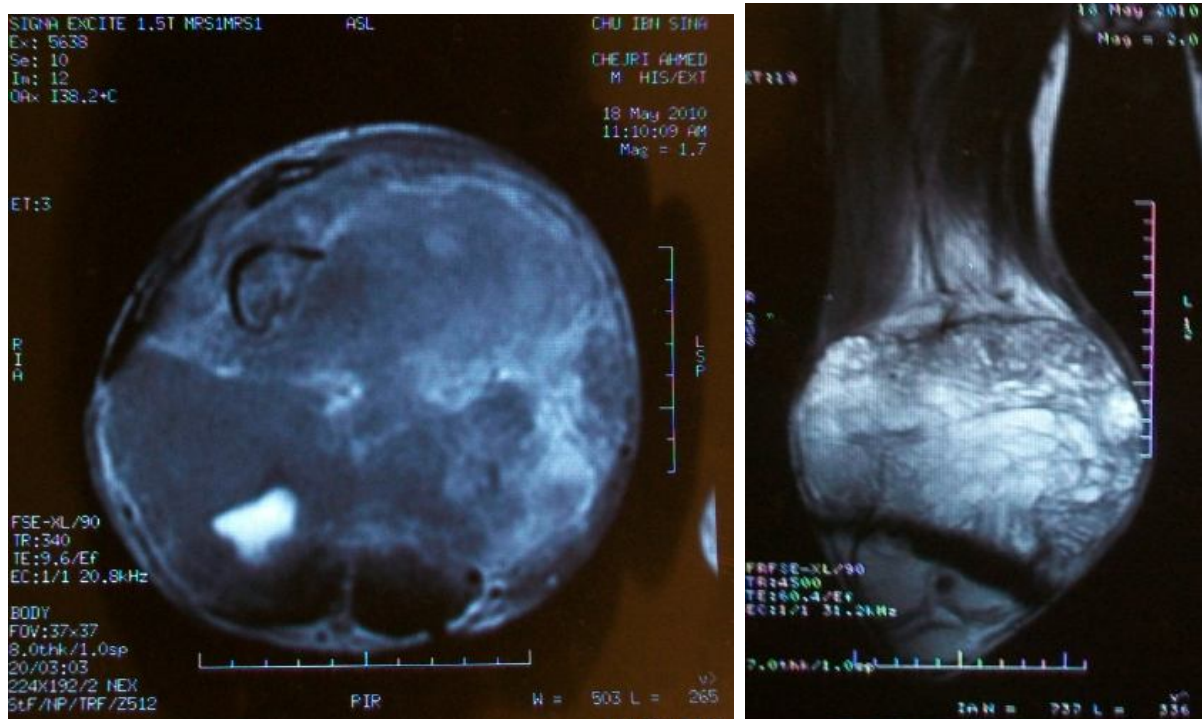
Aspect IRM du cas n°1
